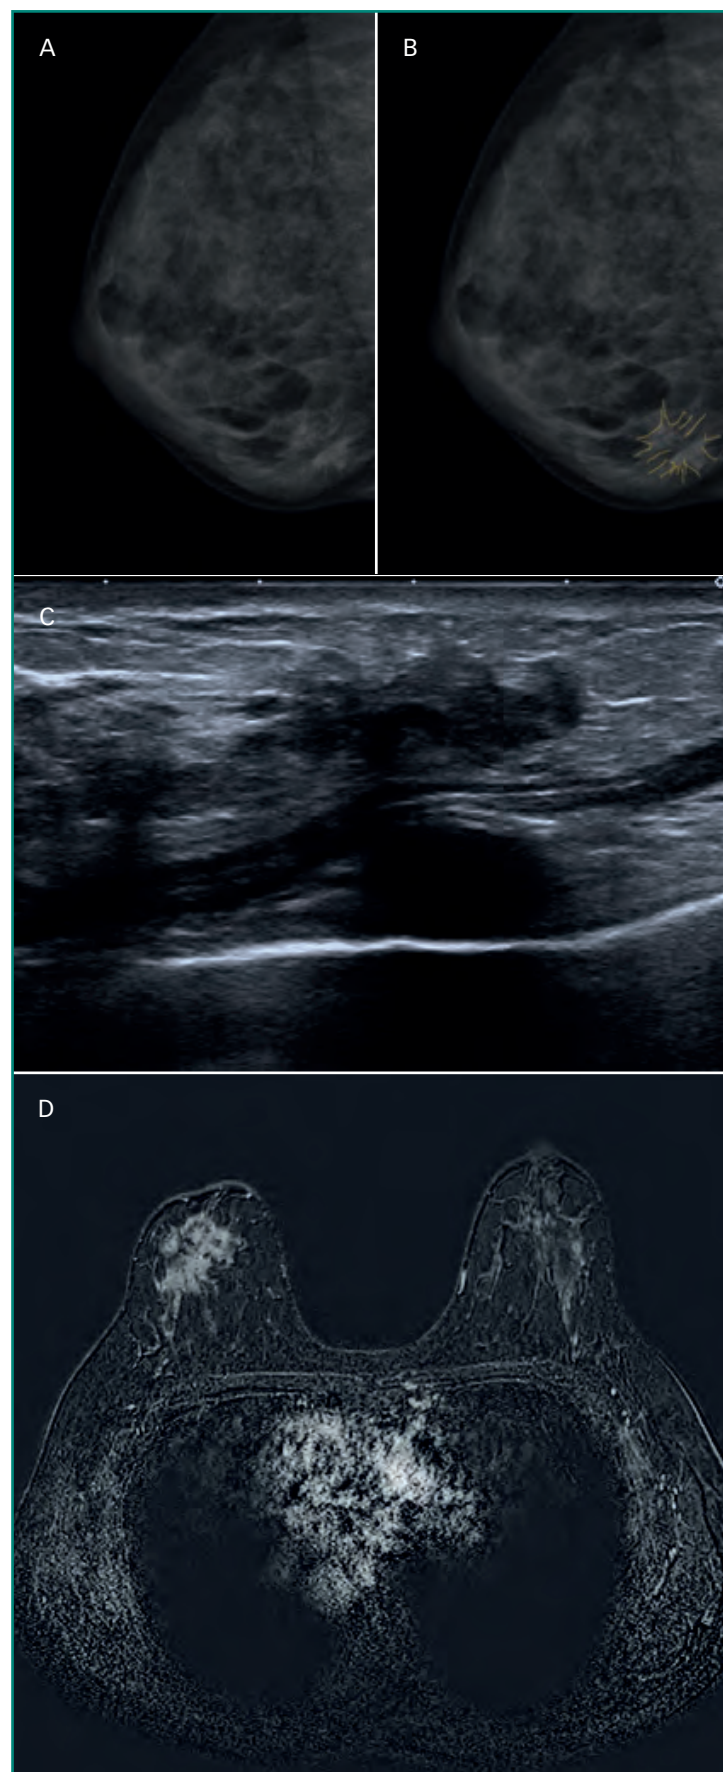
Carcinoma infiltrante. La mamografía muestra una distorsión sospechosa en mama derecha (A y B). Masa de bordes irregulares y mal definidos en ecografía (C). Imagen de RM poscontraste, sustracción en la que se observa un área mal definida de realce patológico en la mama derecha (D).
